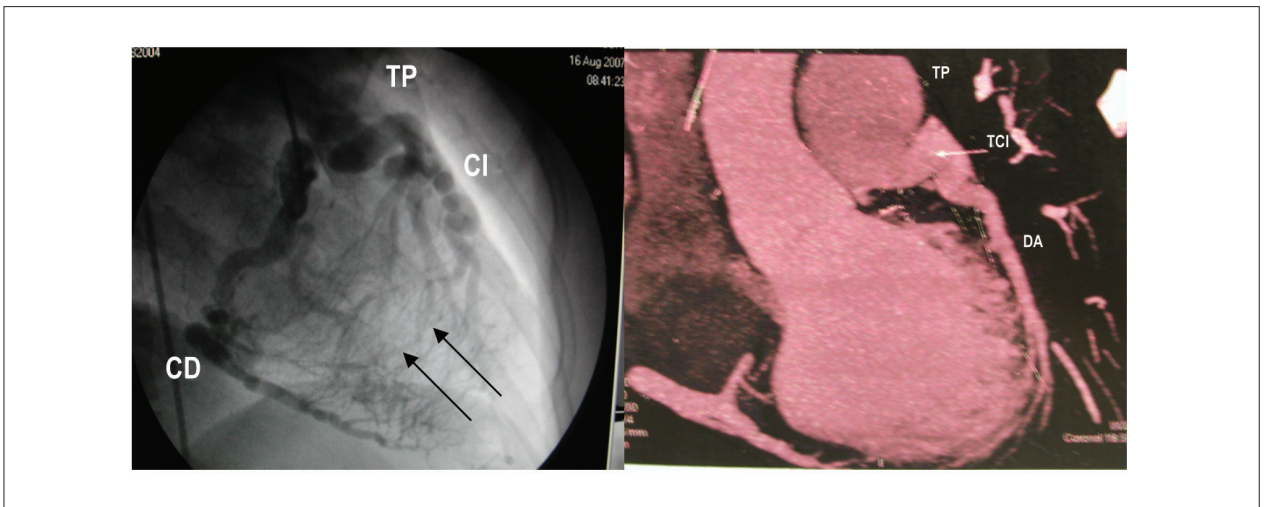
Cineangiogramografía que muestra la arteria coronaria derecha dilatada y anastomosada por intensa circulación colateral (flechas), con la arteria coronaria izquierda también dilatada y ésta en conexión con el tronco pulmonar. Esa anastomosis quedó más nitida por la tomografía torácica a la izquierda, en que se demuestra la mayor dilatación arterial pulmonar con relación a la aorta. Abreviaturas: CD - coronaria derecha; CI - coronaria izquierda; DA - descendente anterior; TCl - tronco de la coronaria izquierda; y TP - tronco pulmonar.
